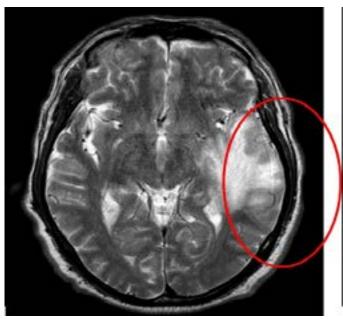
IRM de cerebro T2
